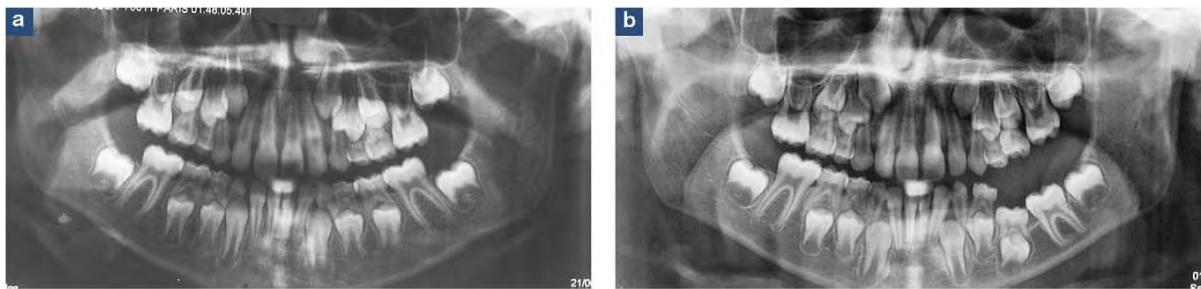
a) Orthopantomogramme individu A.
